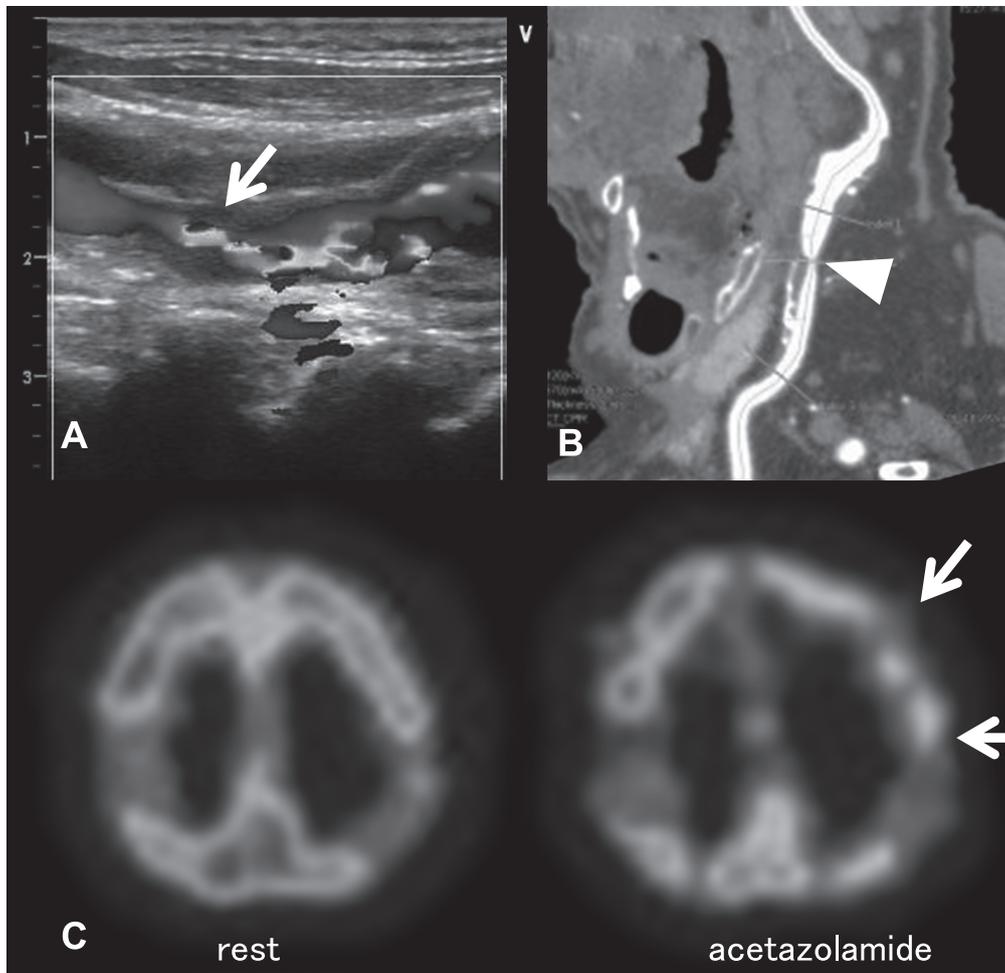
Duplex carotid ultrasonography (A), CT angiography (B), and SPECT (C) of this case.
